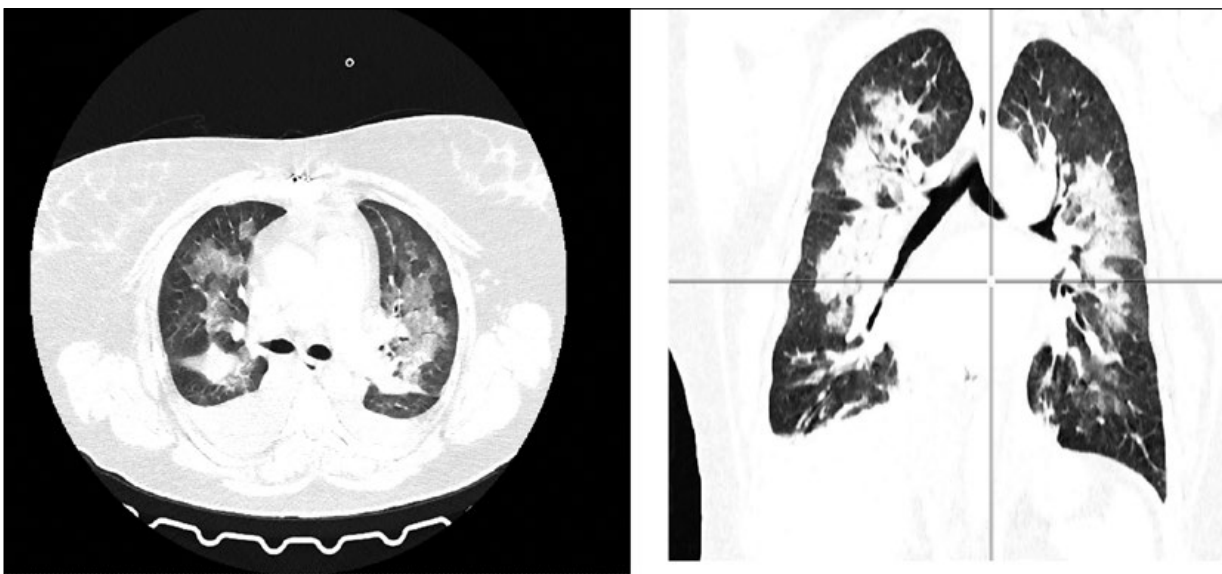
Рентгеновская компьютерная томограмма пациента (объяснения см. в тексте).
